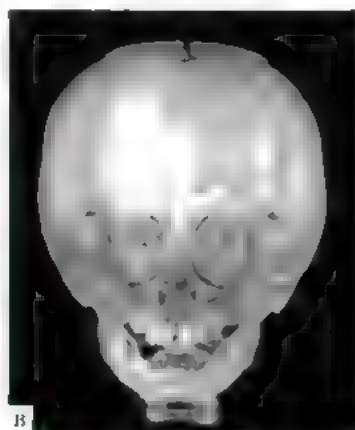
Брахицефалия (двусторонний коронарный синостоз): а — рентгенограмма черепа; б — КТ, трехмерная реконструкция
